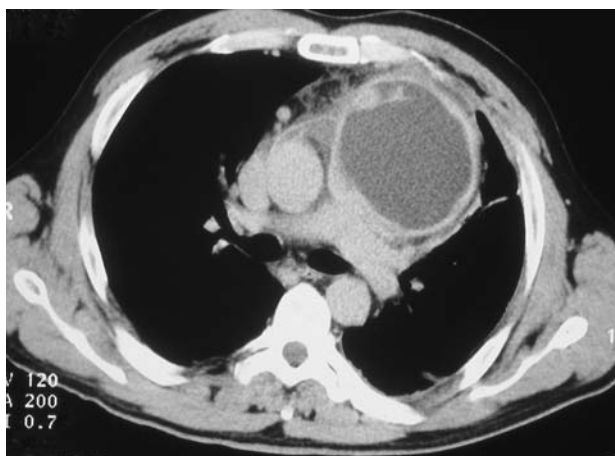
Tomografía axial computarizada torácica: imagen quística de 10 x 7,5 cm que se extiende desde el origen de los troncos supraaórticos hasta la parte superior del ventrículo izquierdo y ocupa el mediastino izquierdo.
